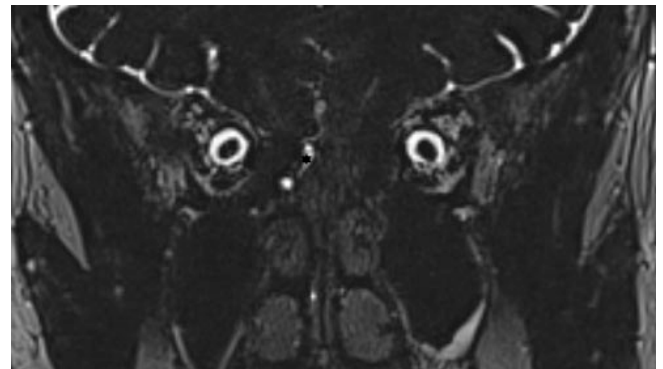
IRM en coupe coronale séquence T2 3D TSE: hypersignal T2 au niveau des cellules éthmoïdales droites de même signal que le LCR (étoile)
